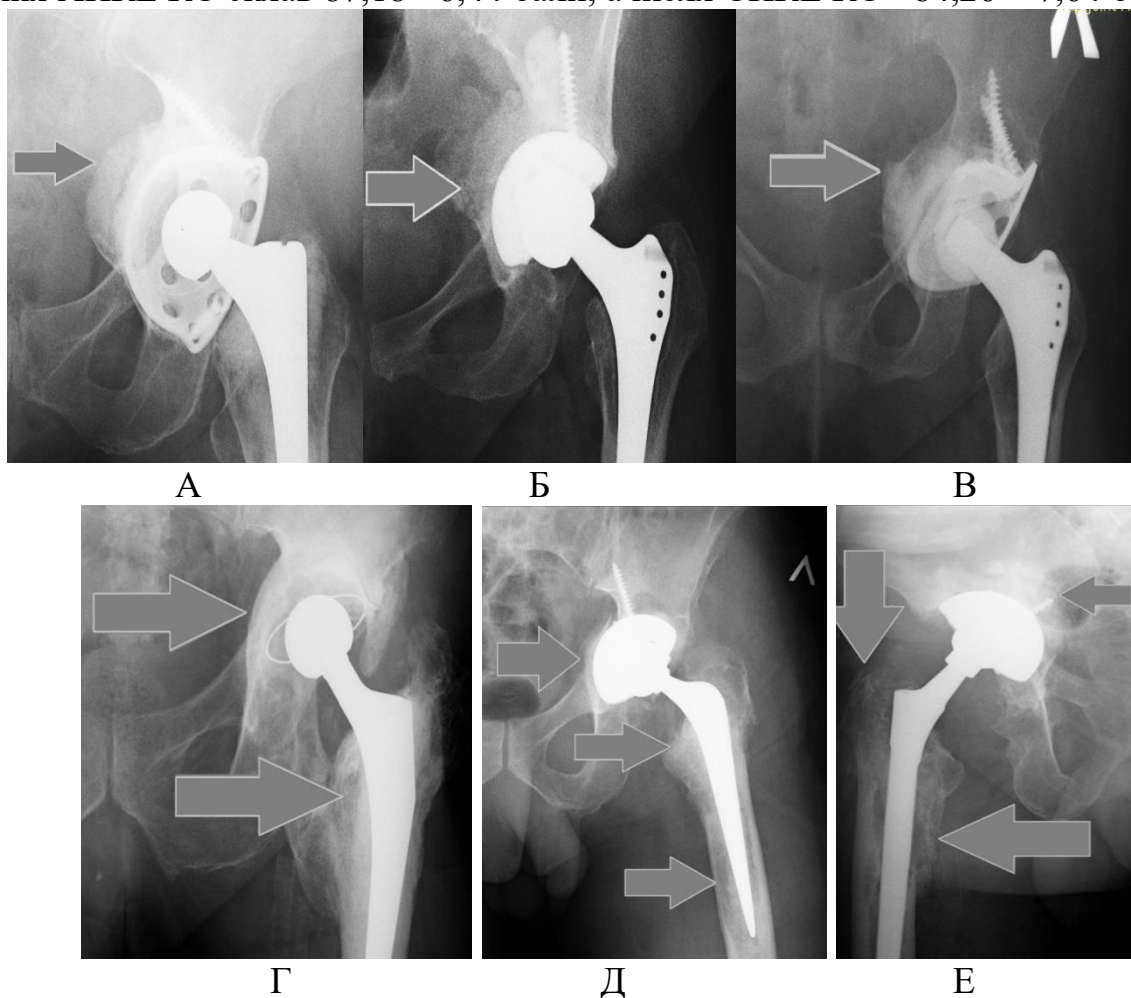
Клінічні приклади перебудови алокістки пацієнтів через 12-48 міс з моменту проведеного ревізієного ендопротезування КС: А - рентгенограма пацієнтки
